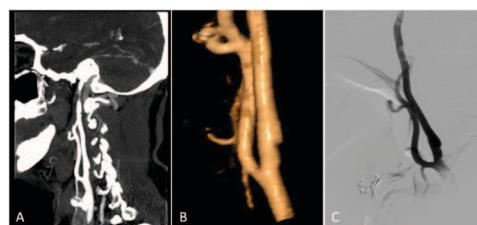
CT angiography (A – sagittal MIP reconstruction; B – 3D-VR reconstruction) and digital subtraction angiography (C – lateral projection, injection in the right common carotid artery) show the typical shelf-like luminal defect protruding from the posterior wall of the right carotid bulb, characteristic of carotid web. Note how the defect is pointing up, unlike the double lumen sign of arterial dissection.
